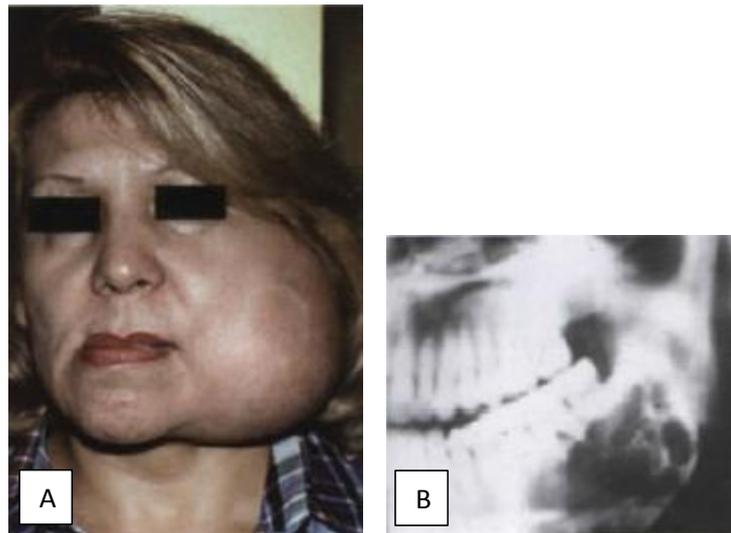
Ameloblastoma. (A) Paciente con una gran lesión de la parte posterior de la mandíbula izquierda. (B) Radiografía que muestra una imagen multilocular (burbujas de jabón). Tomado de: (Sapp, 2008)
